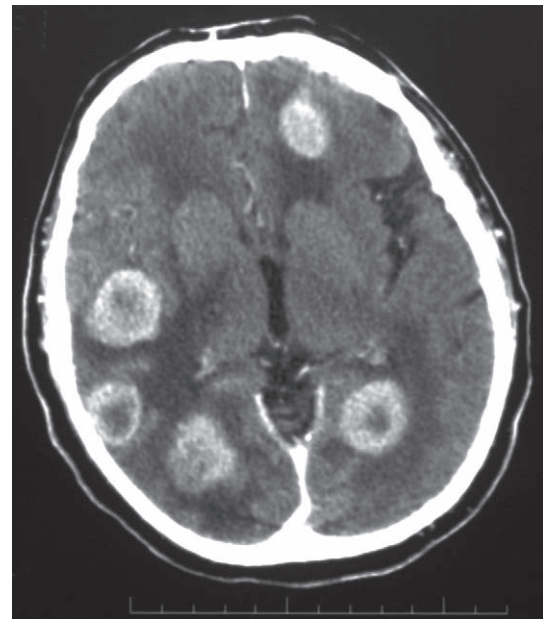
Estudio de CT reforzado con contraste que muestra múltiples metástasis del carcinoma broncogénico. Cada lesión está rodeada por edema.
